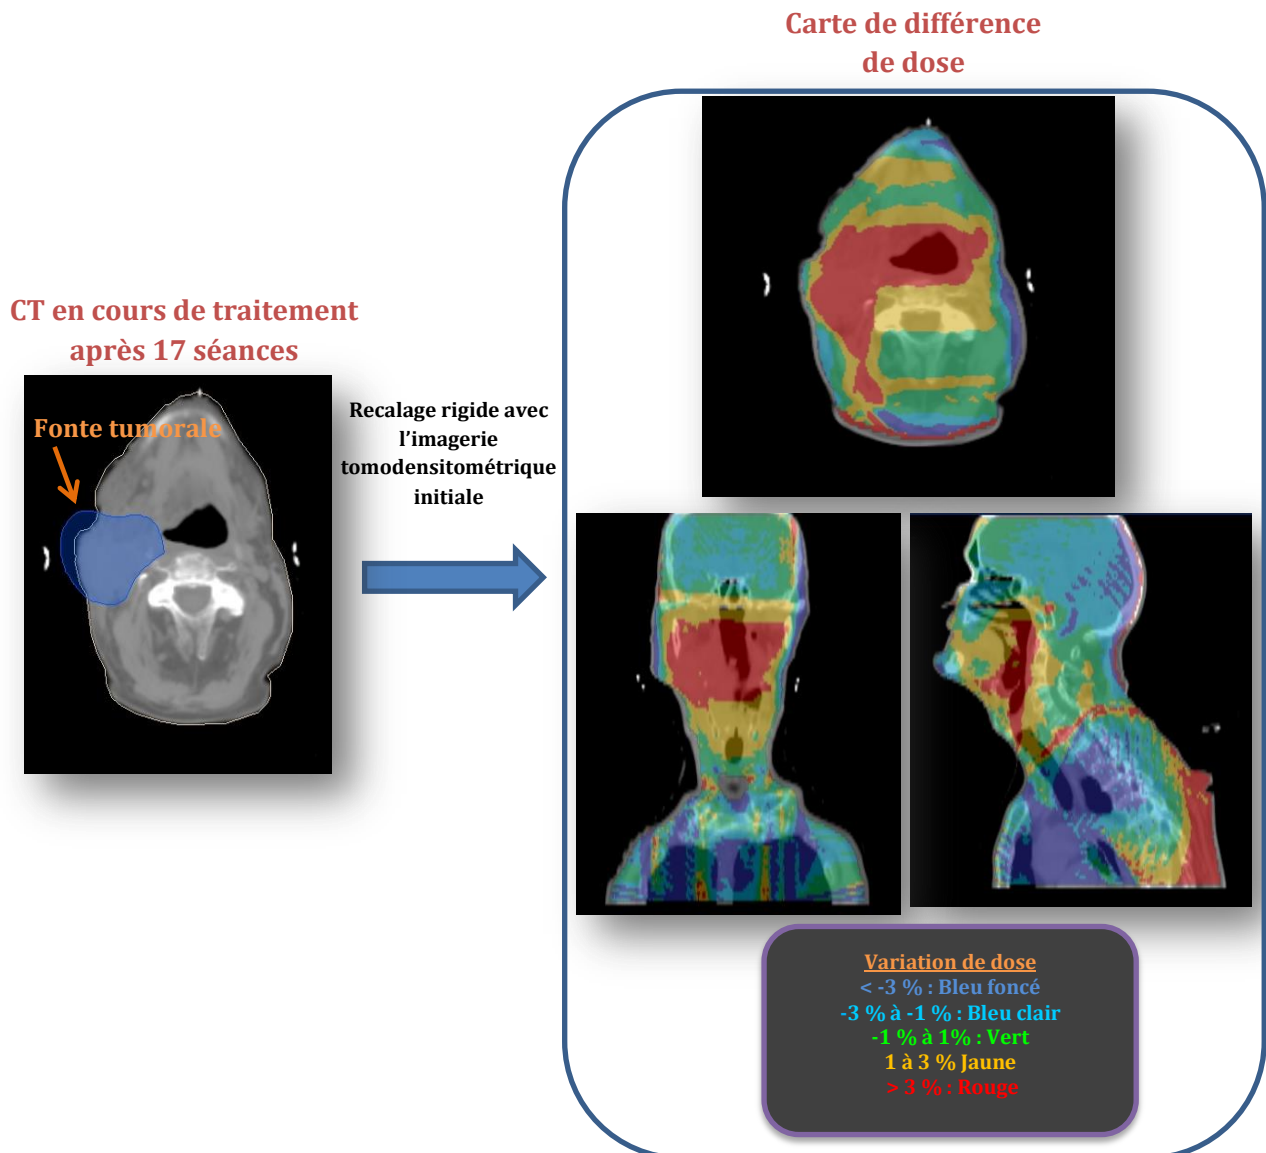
Visualisation de la carte de différence de dose sur l'imagerie (CT ou CBCT) acquise au cours du traitement
